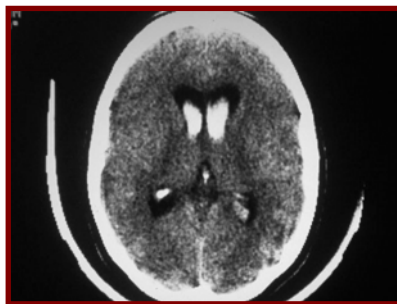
TAC craneal. Hemorragia intraventricular
